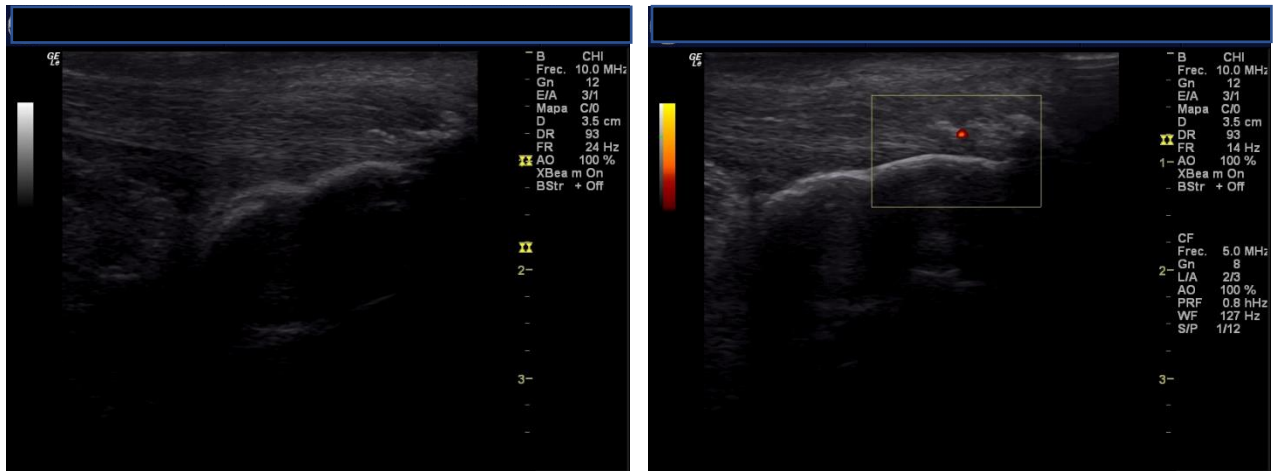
Ecografía tendón de Aquiles
